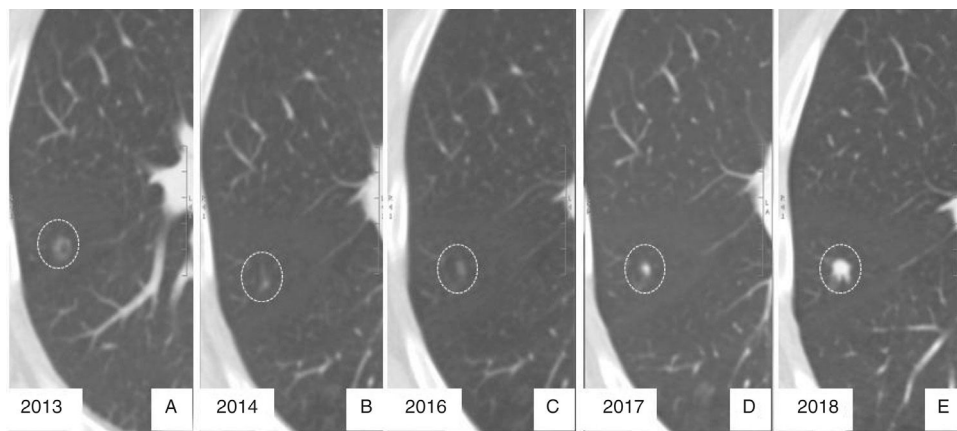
Evolución radiológica de adenocarcinoma invasivo. A) Nódulo no sólido en lóbulo superior derecho, detectado incidentalmente en 2013. B) En el control realizado a los 12 meses se observa una disminución en el tamaño. C) En una nueva tomografía realizada a los 3 años presenta un crecimiento dudoso, por lo que se continúan controles anuales a los 4 y 5 años (D y E), que confirman un crecimiento claro con un aumento de la densidad.
